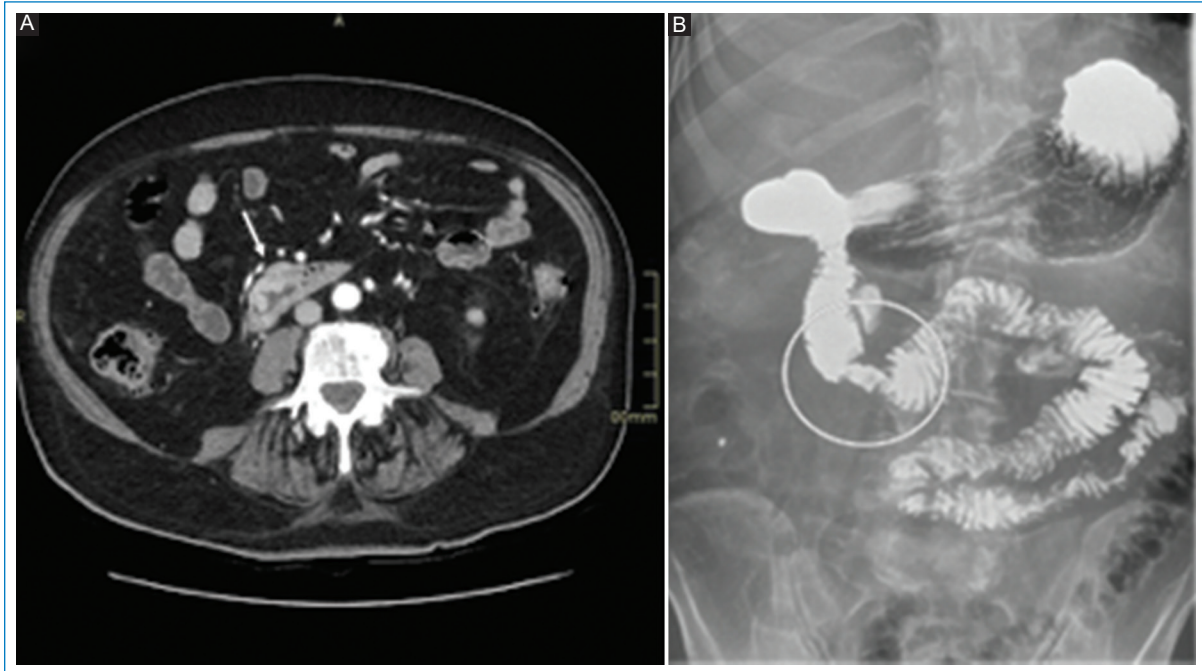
Adenocarcinoma. A: tomografía computarizada de abdomen con contraste intravenoso. Reconstrucción en el eje de la tercera porción del duodeno. Engrosamiento mural concéntrico (flecha), parcialmente estenosante, con realce con el contraste intravenoso. B: estudio baritado de esófago-estómago-duodeno que evidencia irregularidad de la mucosa, asociada a estenosis segmentaria (círculo).
